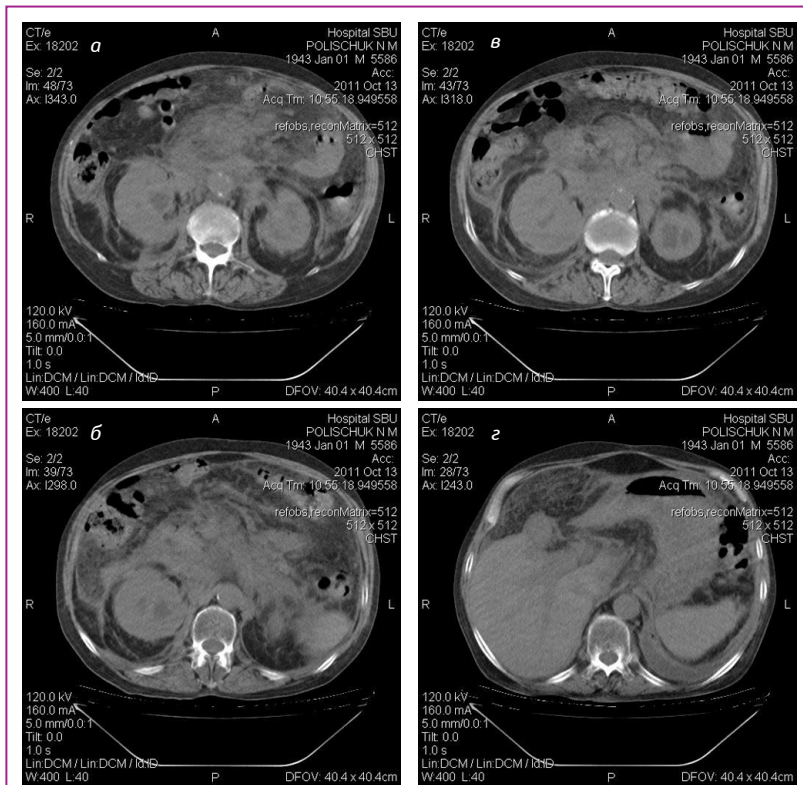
КТ органов брюшной полости больного П. Инфильтрация клетчатки переднего параренального и периренального пространств. «Мутная» брыжейка. Асцит. Утолщение фасции Герота с обеих сторон
